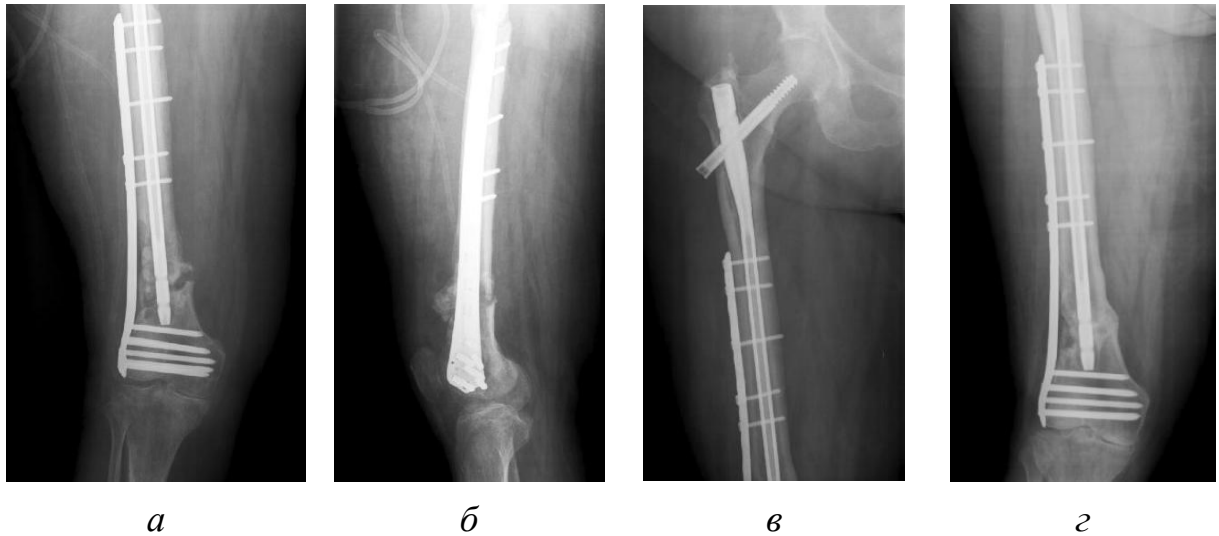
Рентгенограммы пациентки П.: *а, б* — сразу после ревизионной реконструктивно-восстановительной операции в клинике ВТО — остеосинтеза бедренной кости пластиной для дистального отдела; *в, г* — через 7 мес. после ревизионного вмешательства, определяются признаки консолидации отломков бедренной кости
